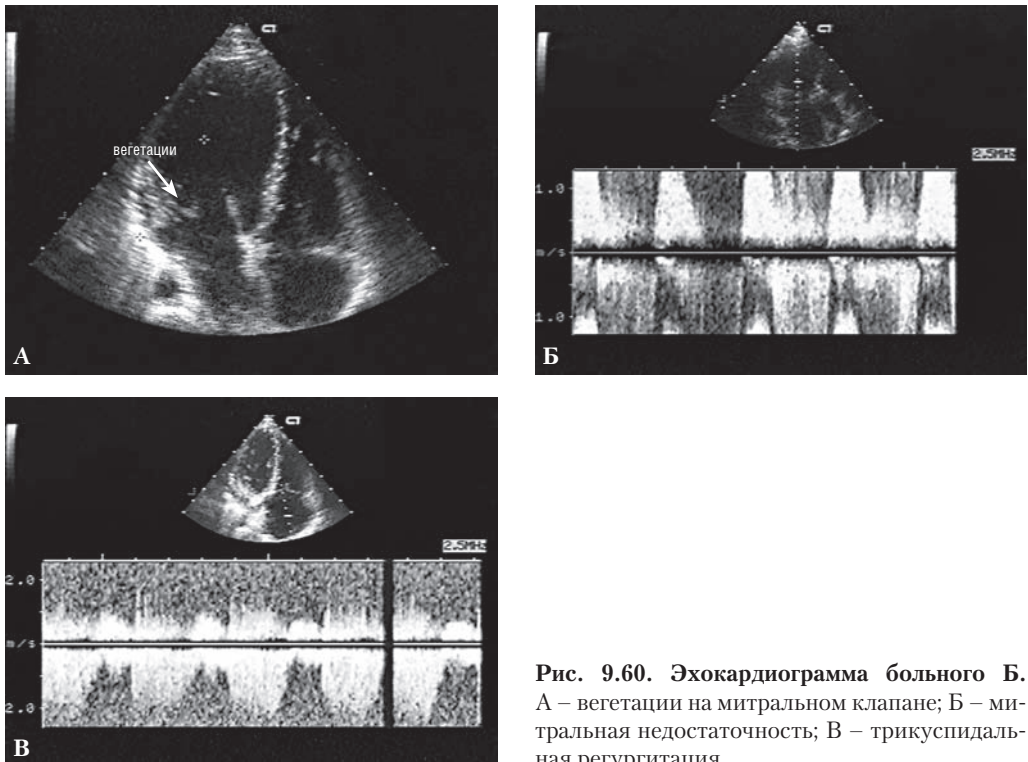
Эхокардиограмма больного Б. А – вегетации на митральном клапане; Б – митральная недостаточность; В – трикуспидальная регургитация.
